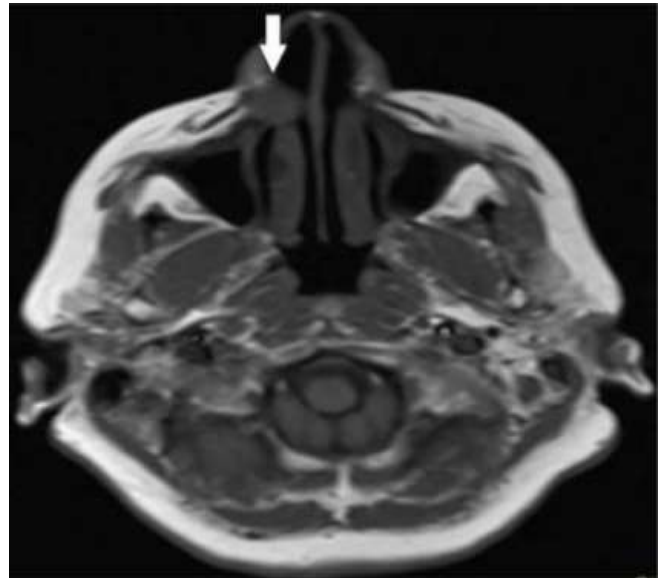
L'image IRM axiale pondérée en T1 montre une lésion avec une hypointensité homogène (flèche). [60]
